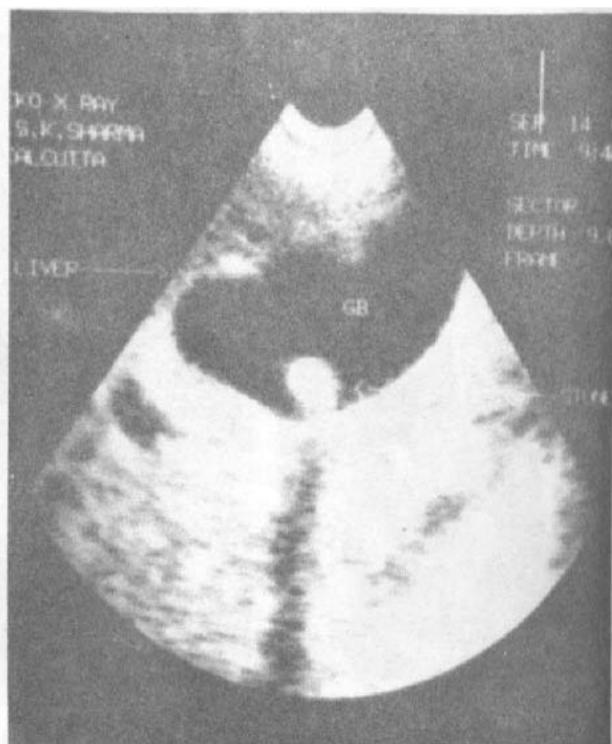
Ultrasonography showing clearly a stone in a dilated gallbladder.
